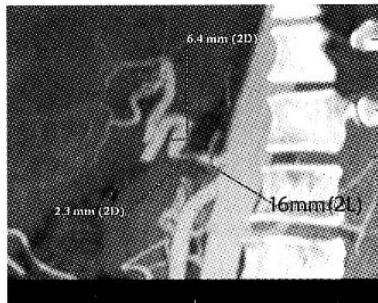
肝移植术后 CTA 显示动脉吻合口狭窄, 远端扩张及血管长而迂曲
